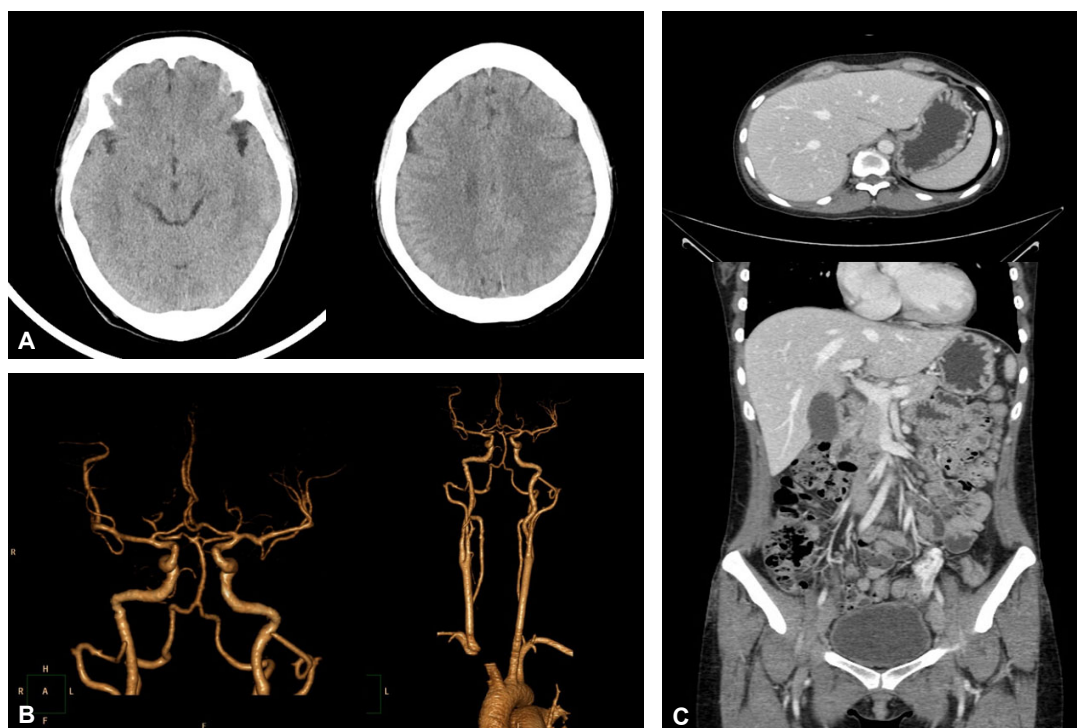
Imaging studies. (A) Brain CT revealed no significant brain parenchymal abnormalities. (B) Normal cerebral vasculature on brain CT angiogram. (C) No hepatomegaly or parenchymal liver disease on abdominal CT.
